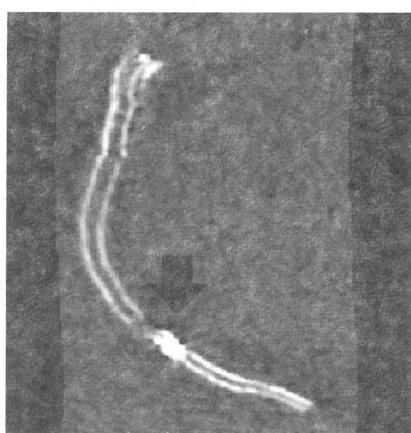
翌日撮像の冠動脈CT(黒矢印:#3-#4へ留置したstent
